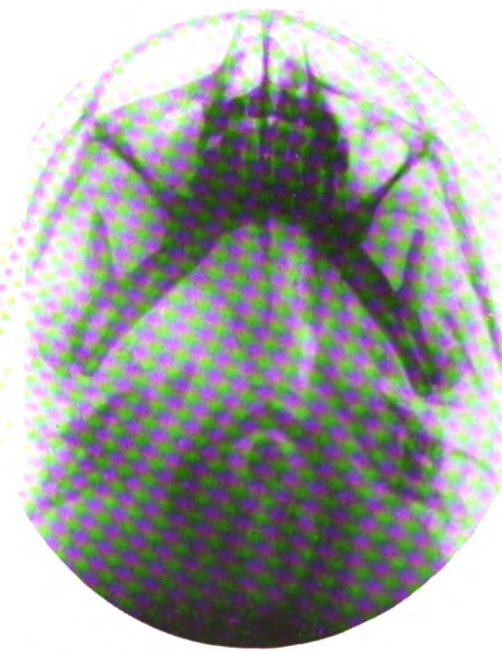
Radiographie de la base du crâne.
